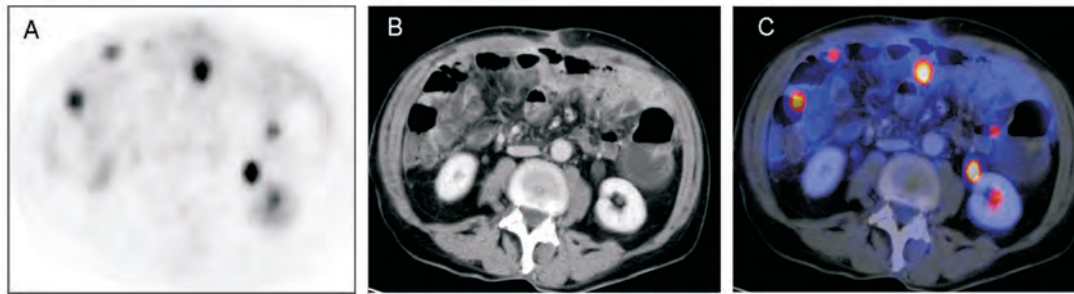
(A) PET, (B) CT, (C) PET-CT mit Auskunft über die anatomische Lokalisation als auch über die Stoffwechselaktivität der Peritonealkarzinose.
